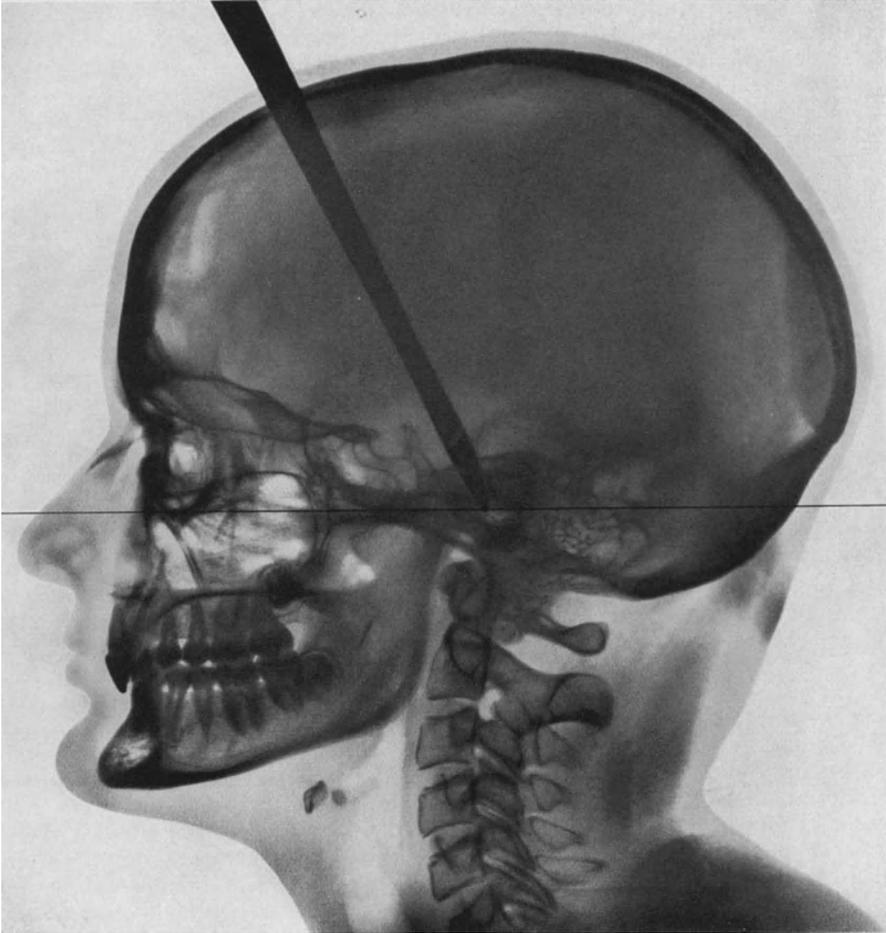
Fernröntgenbild eines 14jährigen Mädchens mit „Deckbiß bei Distalbiß“ (Fokus-Filmabstand 4 m, Bel.  $2\frac{1}{4}$  Sek.).
